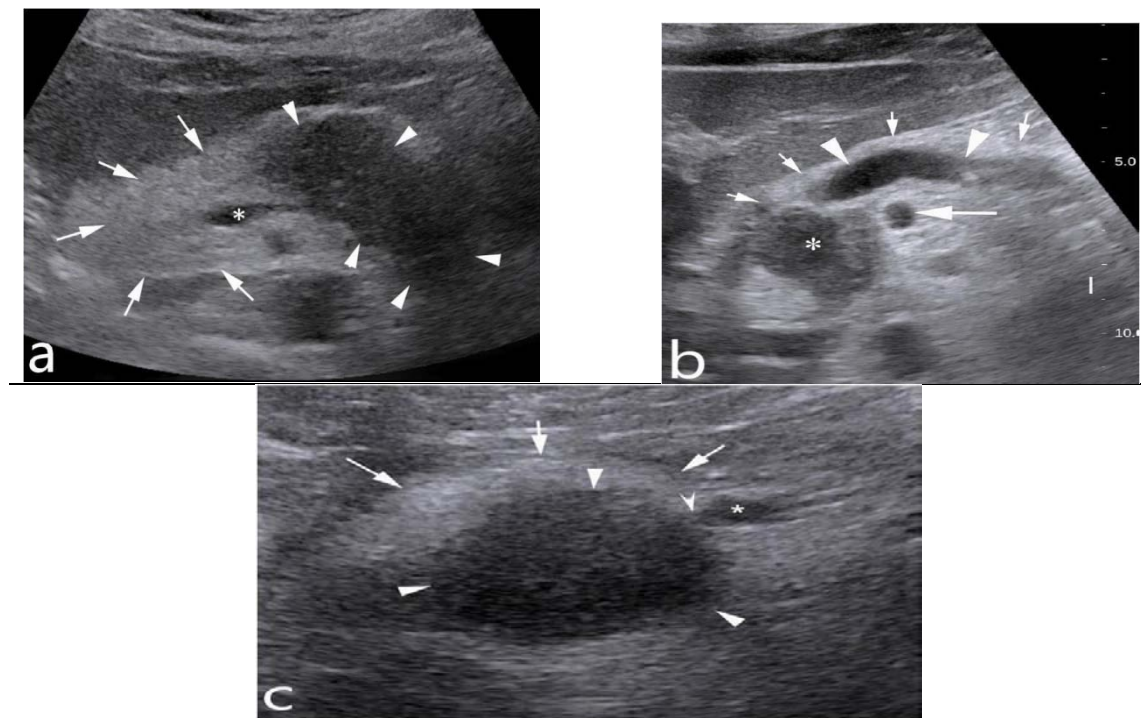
Différents aspects d'Adénocarcinome pancréatique a l'échographie.
